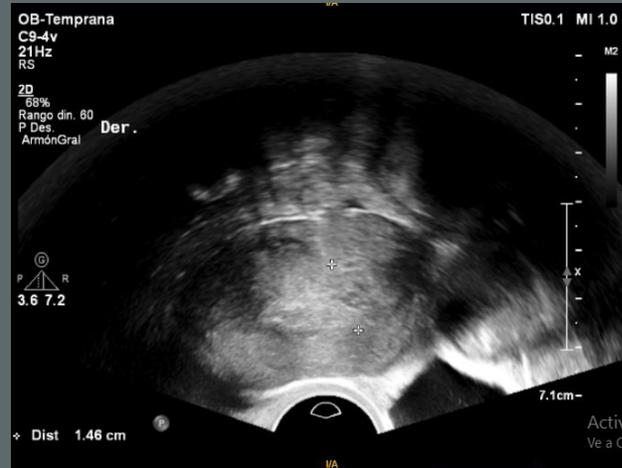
Ecografía en corte sagital de útero en AVF con engrosamiento endometrial de 14 mm, inhomogeneo
